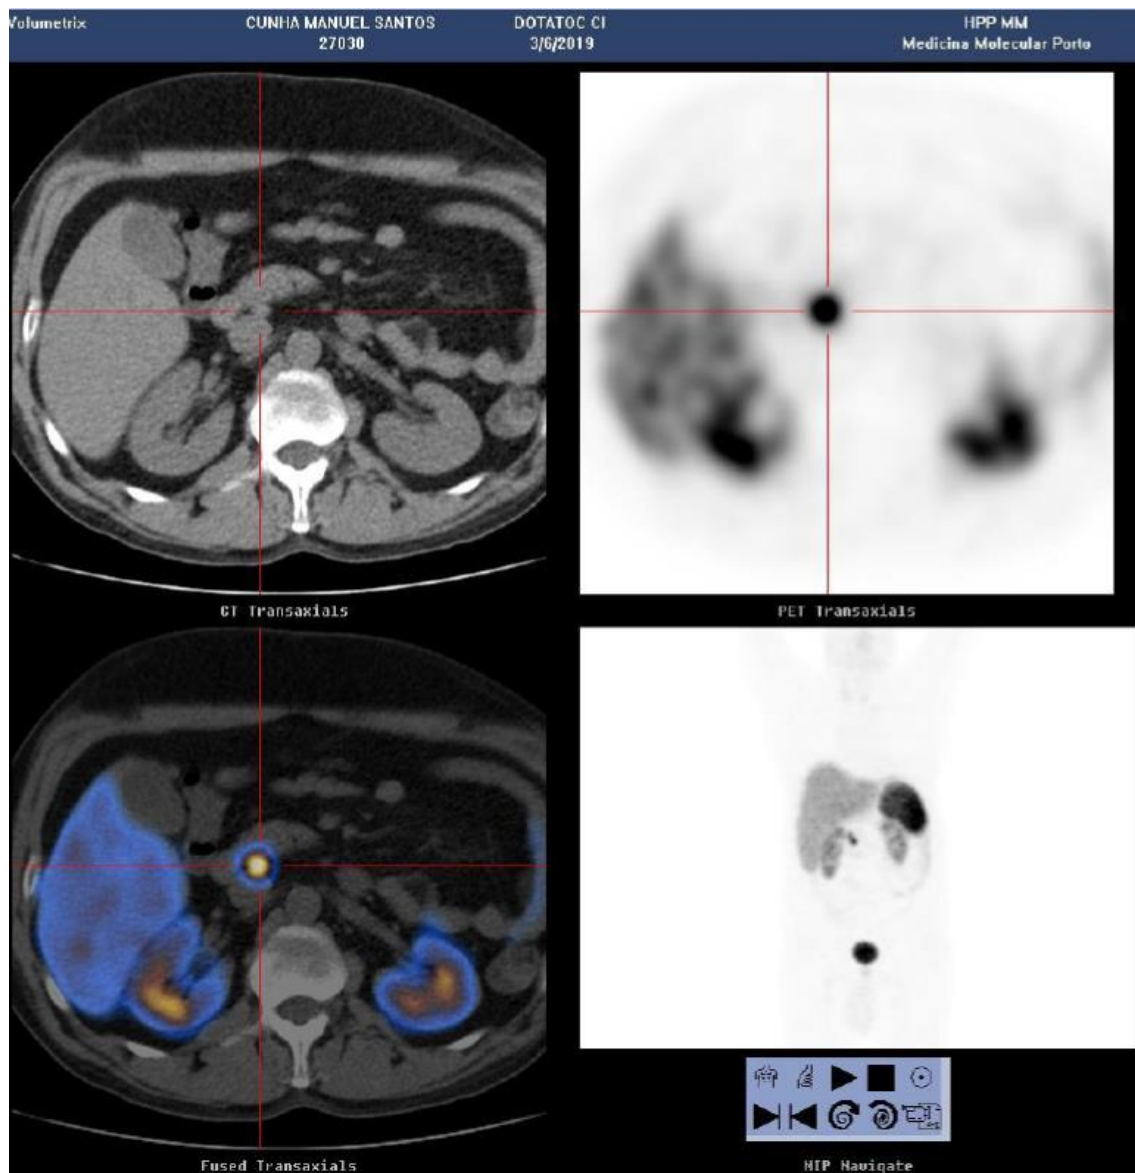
PET com Ga68-DOTA-TOC - lesão hipercaptante
